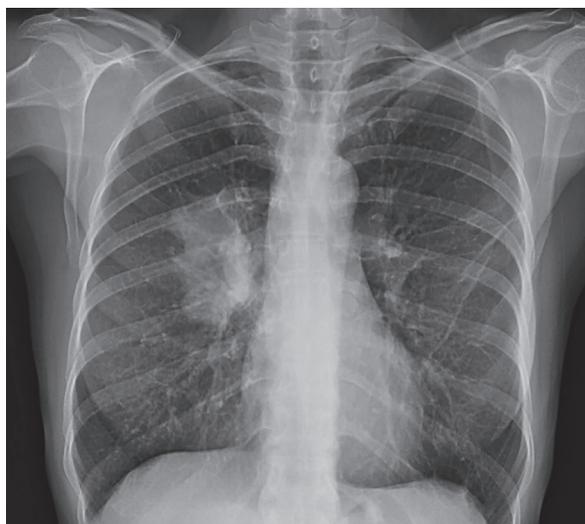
Radiografia de tórax inicial demonstrando uma imagem de hipotransparência polilobulada parahilar no campo pulmonar direito.
